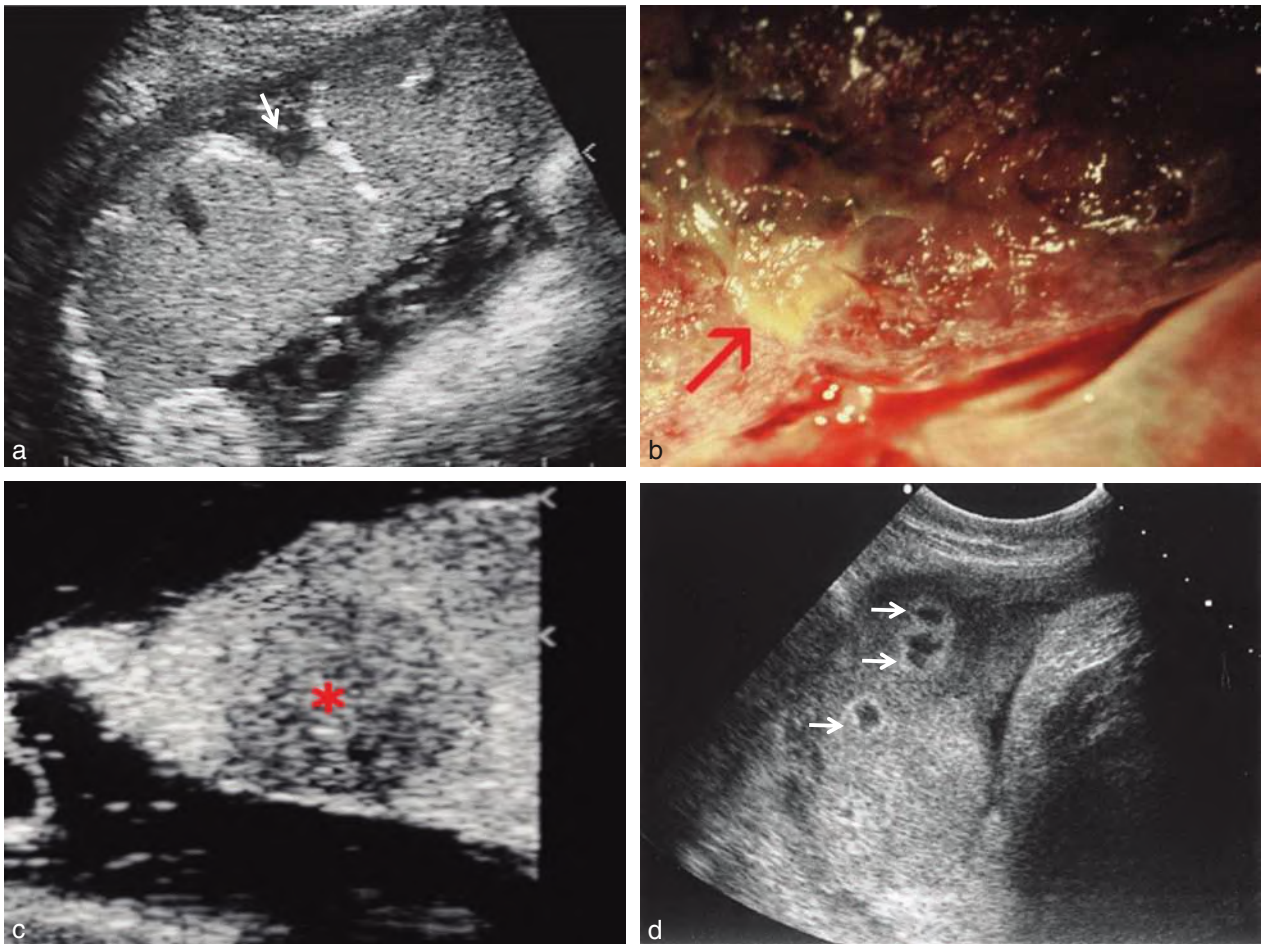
Infarctus et thromboses placentaires. a. Infarctus : lacune basale → plus ou moins triangulaire. Échogénéité variable mais pas de flux sanguin. b. Placenta à terme : l'infarctus (→) forme un nodule dur, blanchâtre et un peu rétractile sur la face basale. c. Échographie post-natale du placenta : l'infarctus forme une lacune basale arrondie, simplement hypo-échogène, très peu spécifique. d. Thrombose de la chambre intervillieuse : lacunes → entourées d'un renforcement échogène.
